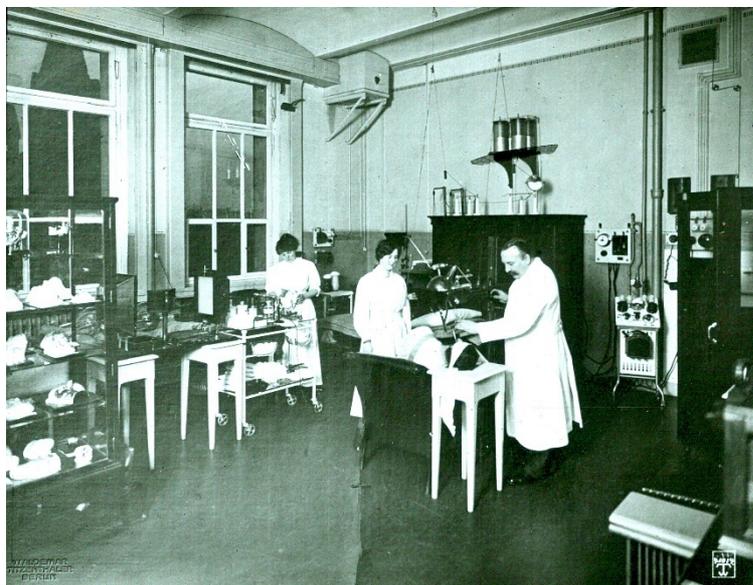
Dieck beim Röntgen um 1933⁴
